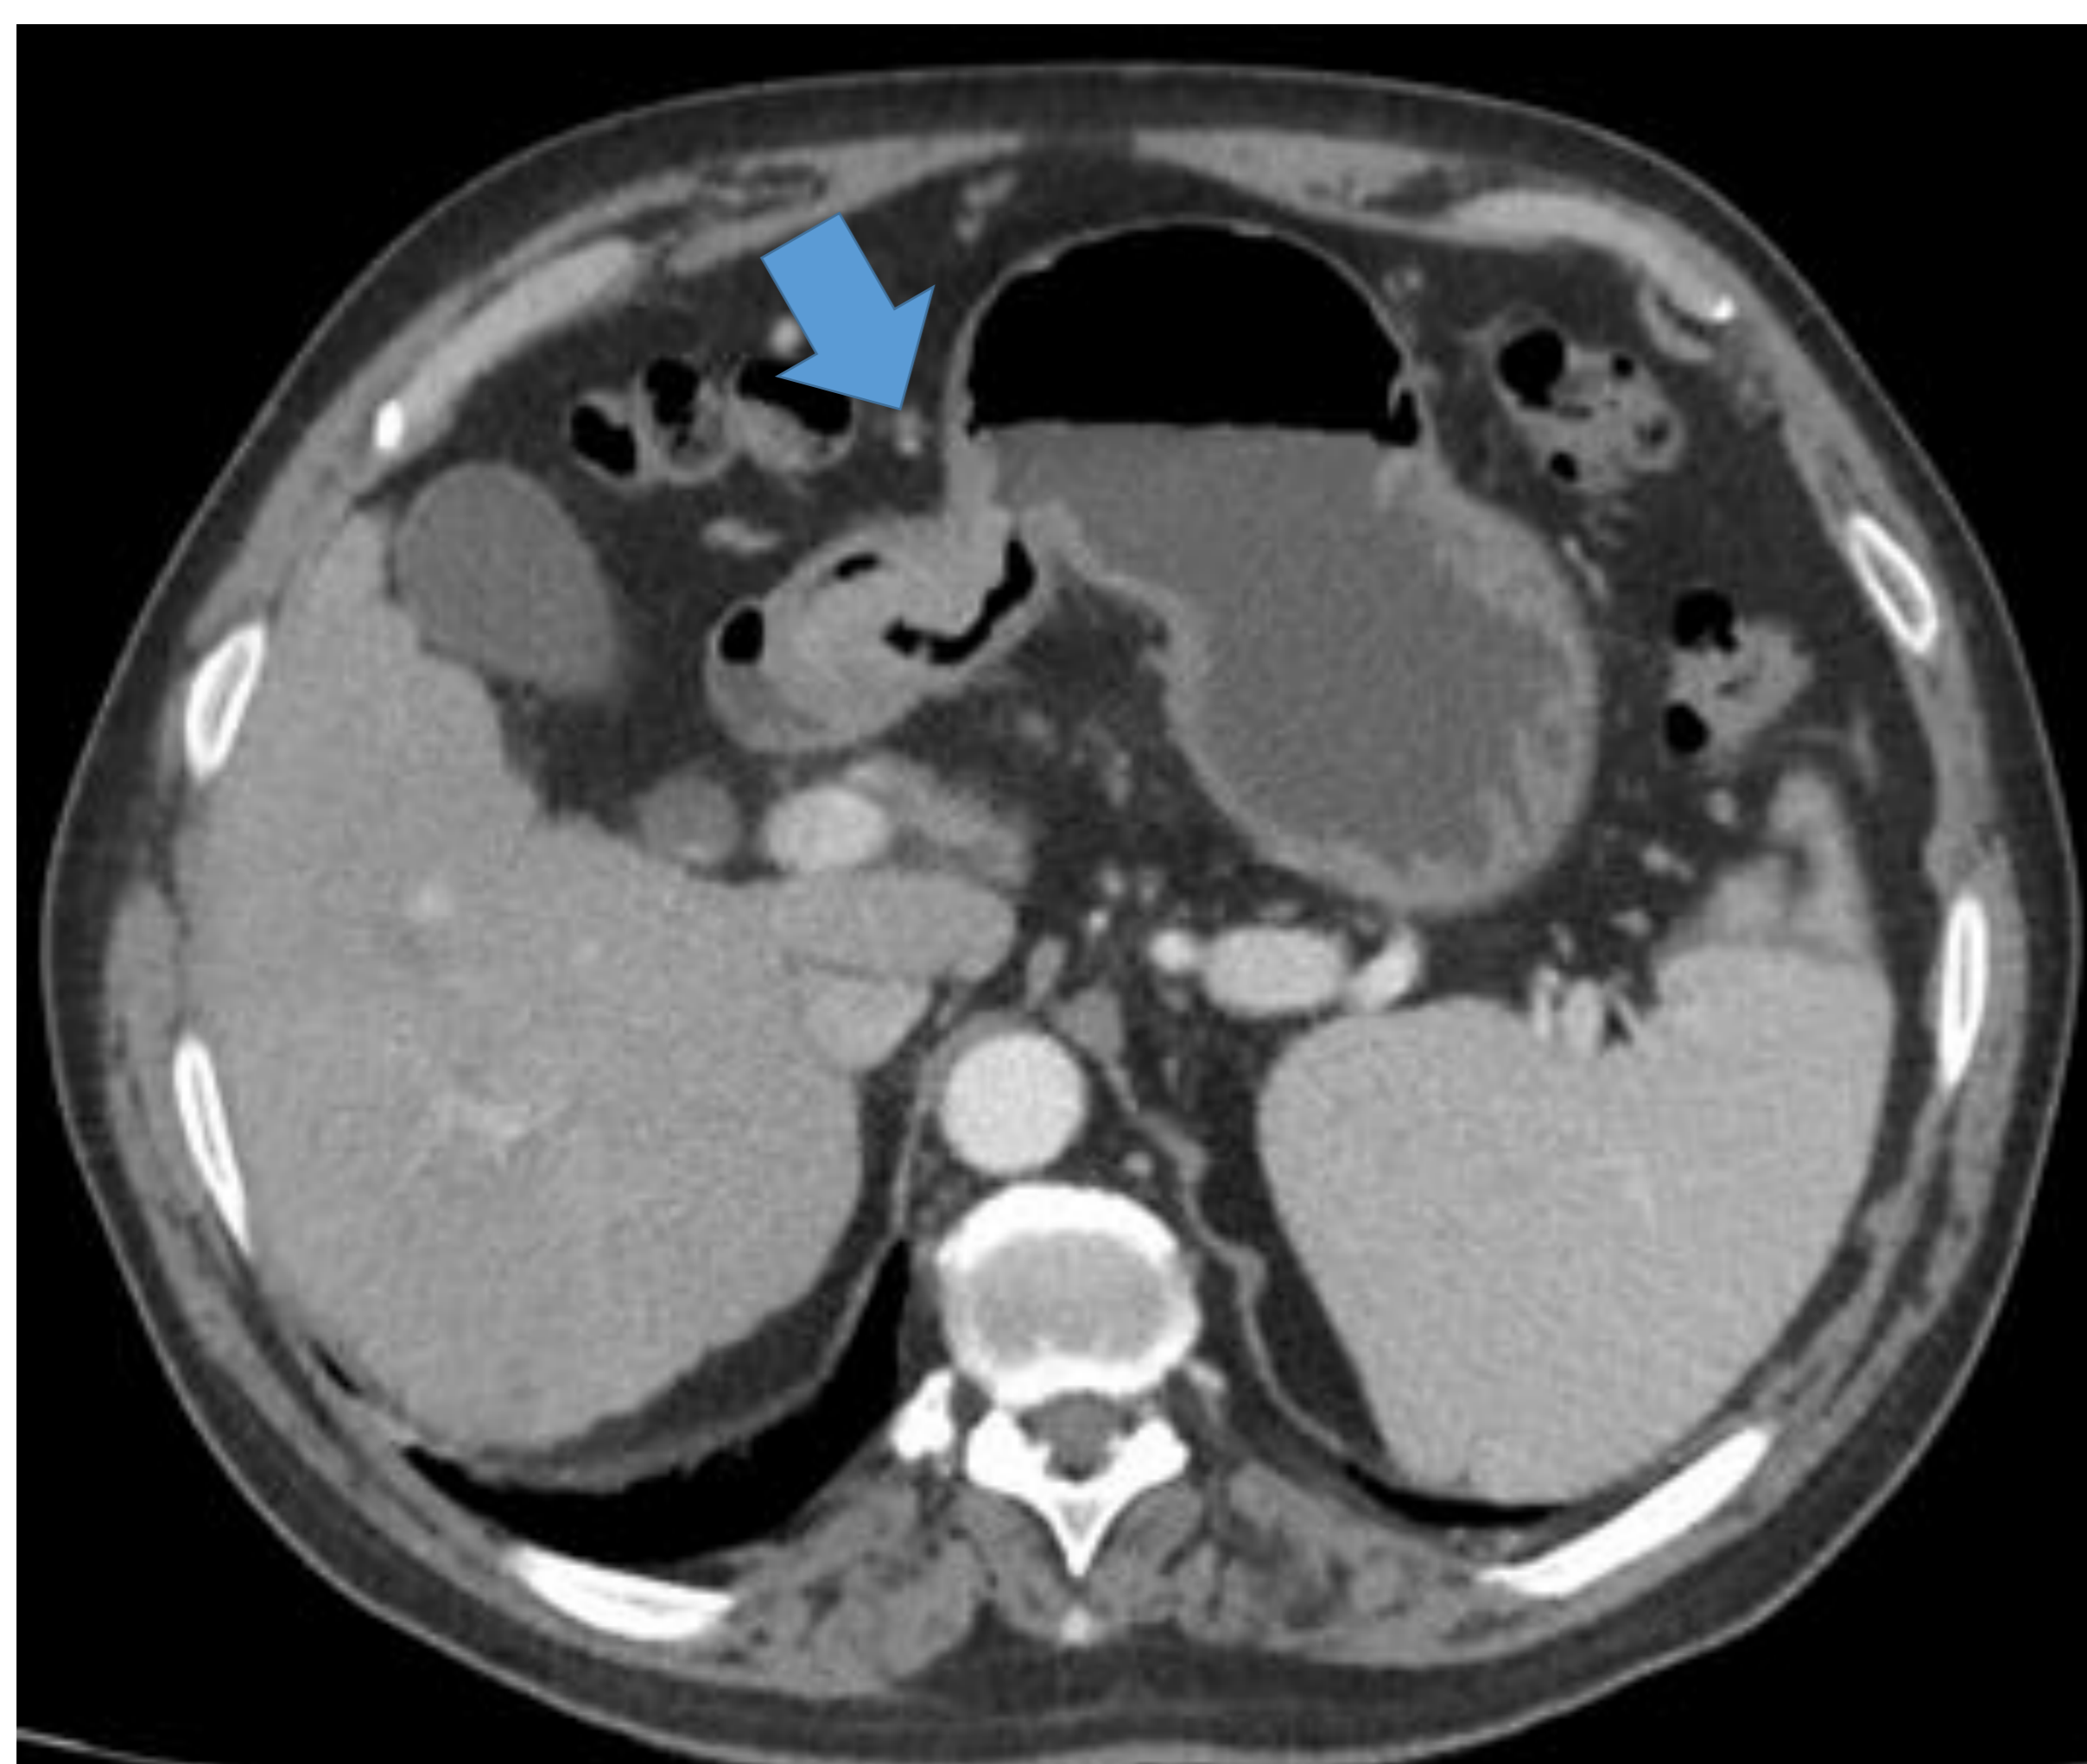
Tumor con origen epitelial. Estudio TC abominopélvico tras la administración de contraste yodado i.v. en fase portal. Corte axial. Ejemplo de tumor en el antro gástrico con origen en la mucosa. *Anatomía patológica: adenocarcinoma.*
